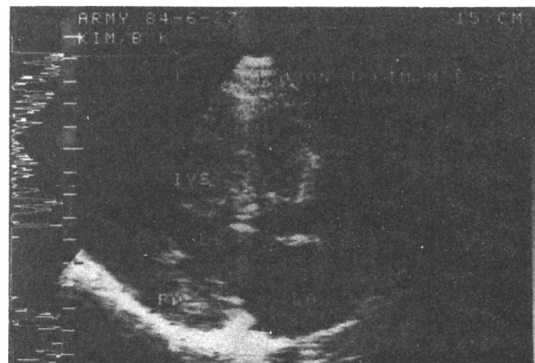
Stop frame of 2-dimensional echocardiogram of propositus showing thickened interventricular septum and left ventricular posterior wall.
